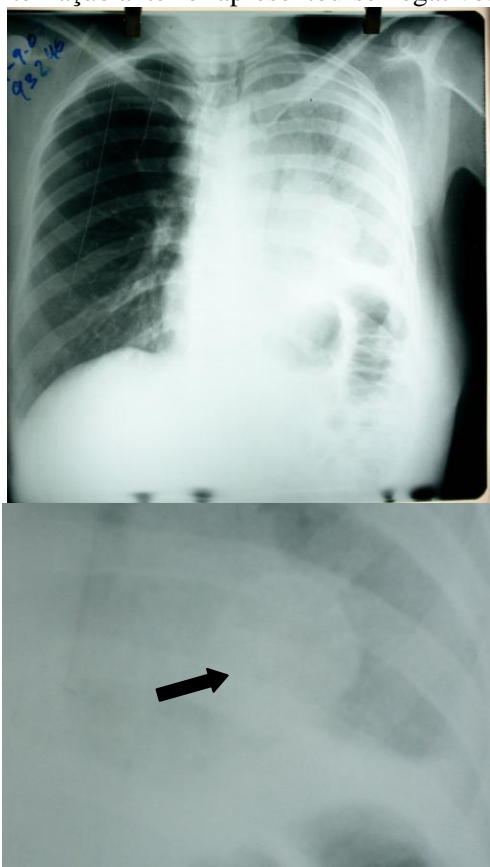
Radiografia antes da internação.
